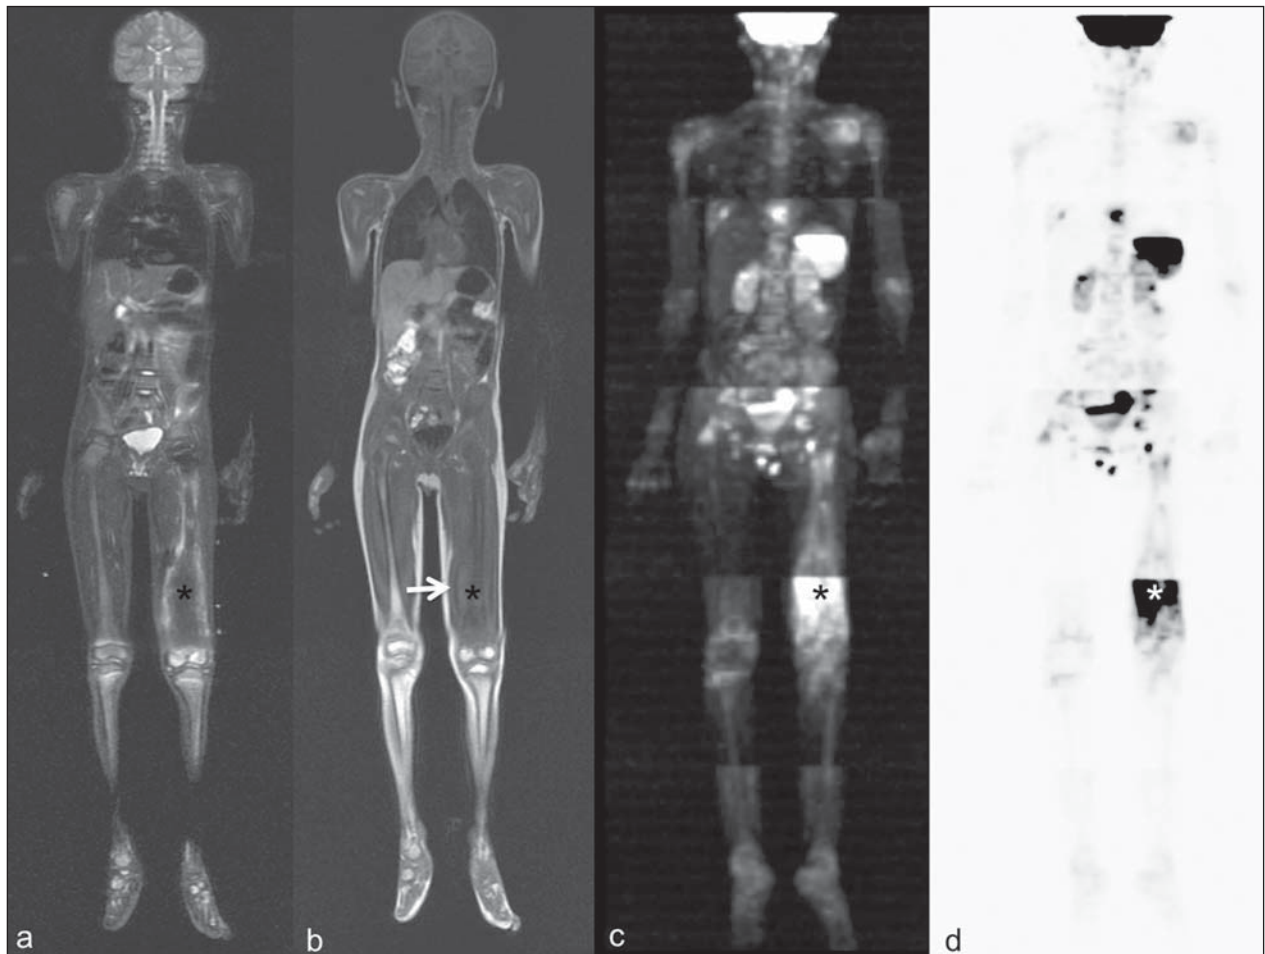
Estadiamento de osteossarcoma osteoblástico na diáfise distal do fêmur esquerdo (asterisco) em paciente do sexo masculino de 6 anos. A lesão apresenta importante reação periosteal (seta) caracterizada nas radiografias simples como “em raios de sol”, com componente de tecidos moles e restrição nas seqüências de difusão (c,d). Ausência de lesões secundárias a distância ou *skip lesions*. a: Coronal STIR; b: coronal T1; c: coronal DWIBS; d: DWIBS, invertido.
